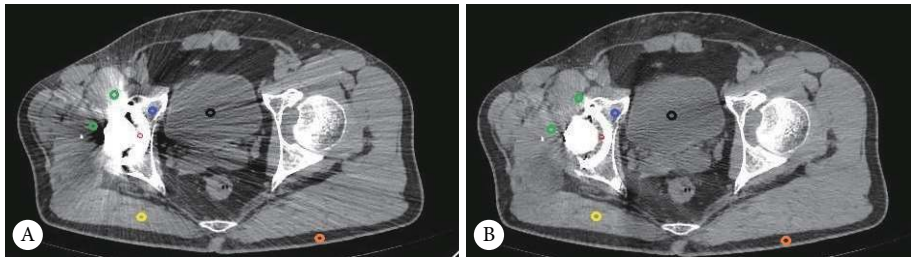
患者男, 65岁, 右髋关节置换术后1周CT复查FBP (A) 和MAC (B) 后处理算法图像中ROI的设置(重建1 mm图像)
